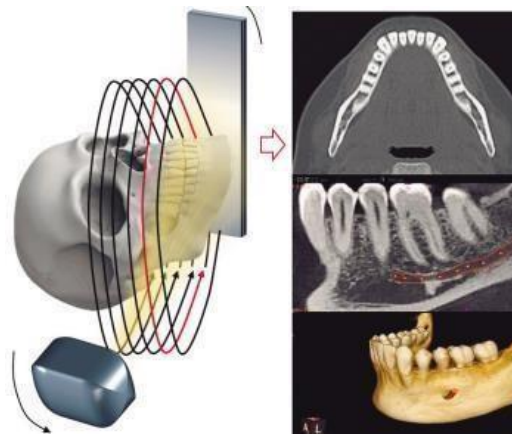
Tomografía computarizada de haz cónico e imágenes obtenidas.³⁰
